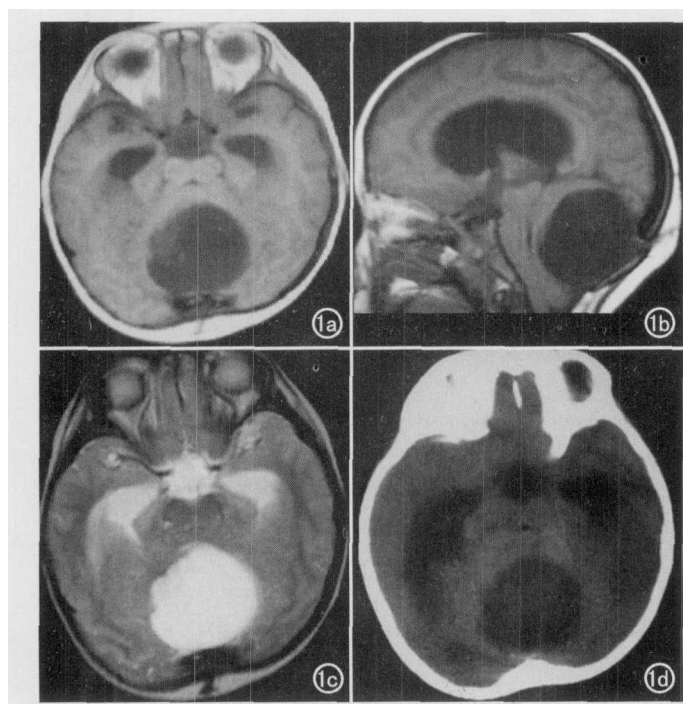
后颅窝皮样囊肿。a) 轴面；b) 矢状面 T_1 WI 示后颅窝中线区见类圆形不均匀稍低信号，其后份有细条状低信号穿过颅骨；c) 轴面 T_2 WI 示后颅窝中线区见类圆形高信号；d) 轴面 CT 平扫示后颅窝区见类圆形不均匀低密度影。
